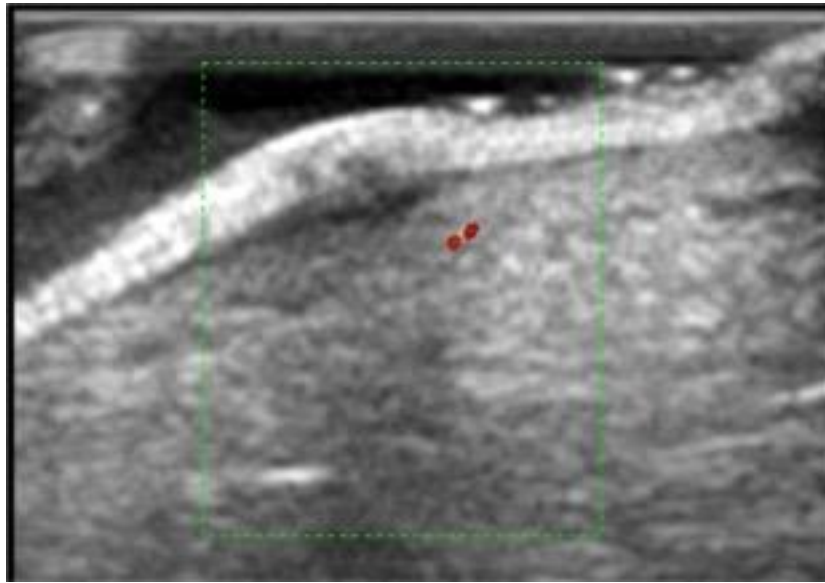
皮肤炎症的超声（图示）。皮肤炎症的超声改变为 1.表皮增厚 2.真皮低回声 3.真皮内血流增多 4.皮下组织回声变化
